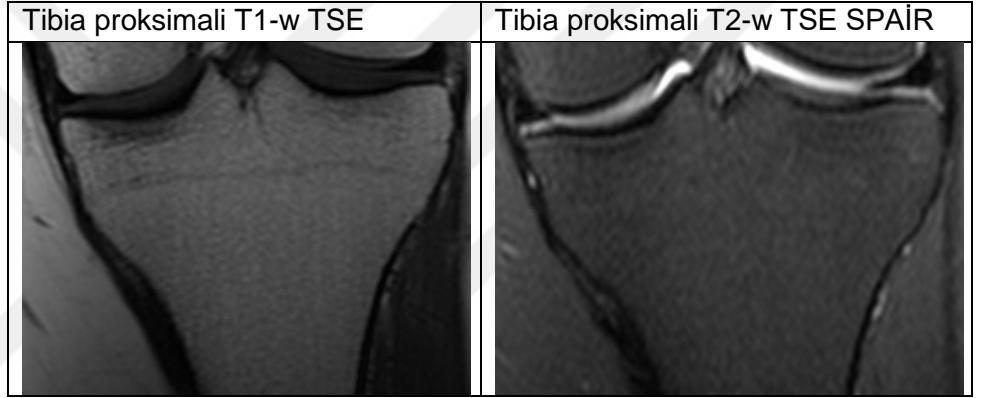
14 yaş erkek vakaya ait 3. evre olarak tespit edilen MRG'leri
